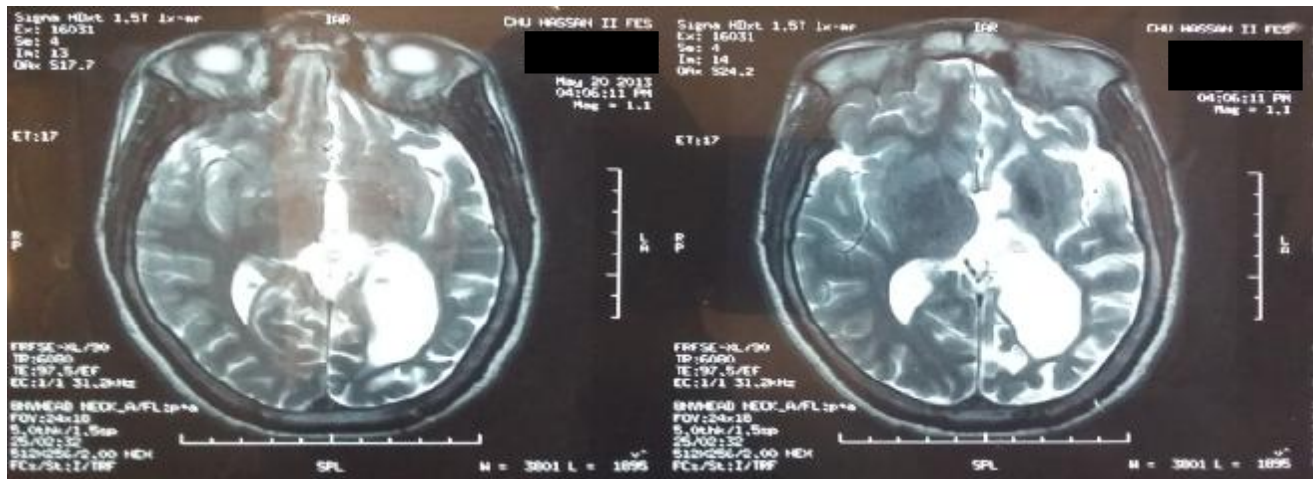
IRM cérébrale : Coupe axiale et sagittale T1 (A) ; Coupe axiale et sagittale T1 avec injection du gadolinium (B) ; Coupe axiale T2 FSE et FLAIR (C) >>>
